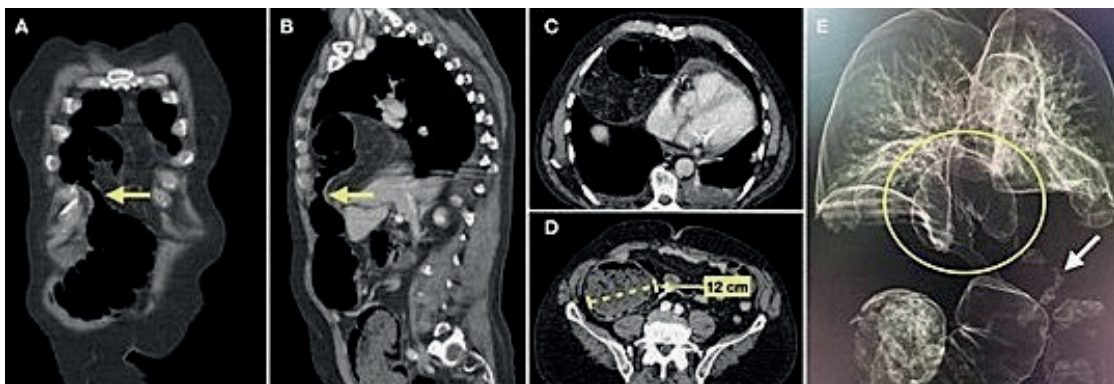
Tomografía computada. Corte coronal (A) y sagital (B) que evidencian el sitio de incarceration (flecha). En los cortes axiales (C y D) se observa la dilatación colónica, con un diámetro cecal máximo de 12 cm. La reconstrucción tridimensional (E) muestra con mayor precisión el punto de incarceration (círculo) y la ausencia de distensión del colon distal (flecha).
